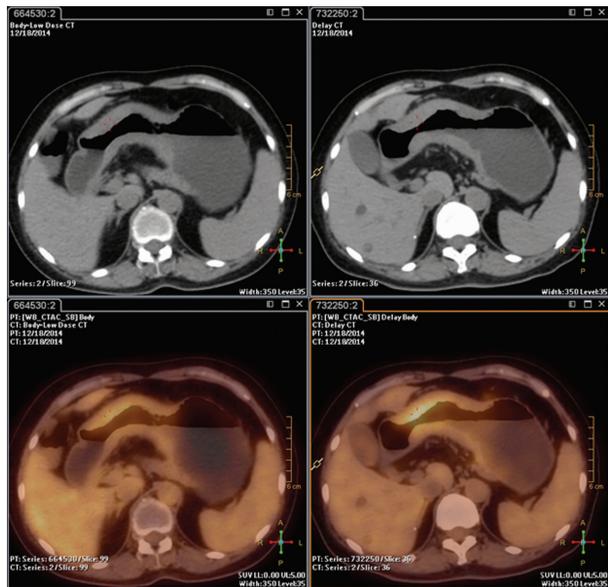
1 例弥漫性大 B 淋巴瘤患者的 ^{18}F -FDG PET/CT 检查结果
